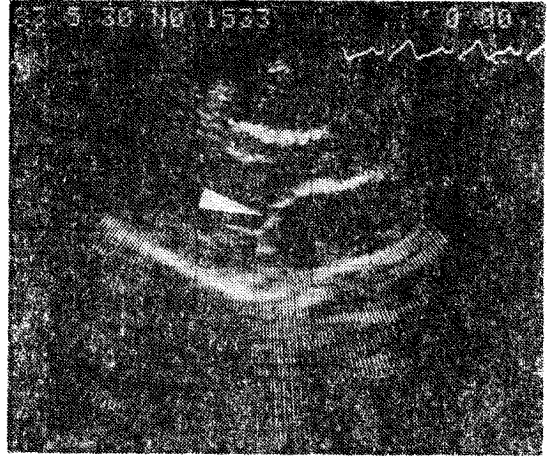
Two-dimensional echocardiographic pattern of anterior mitral leaflet prolapse(arrow).
